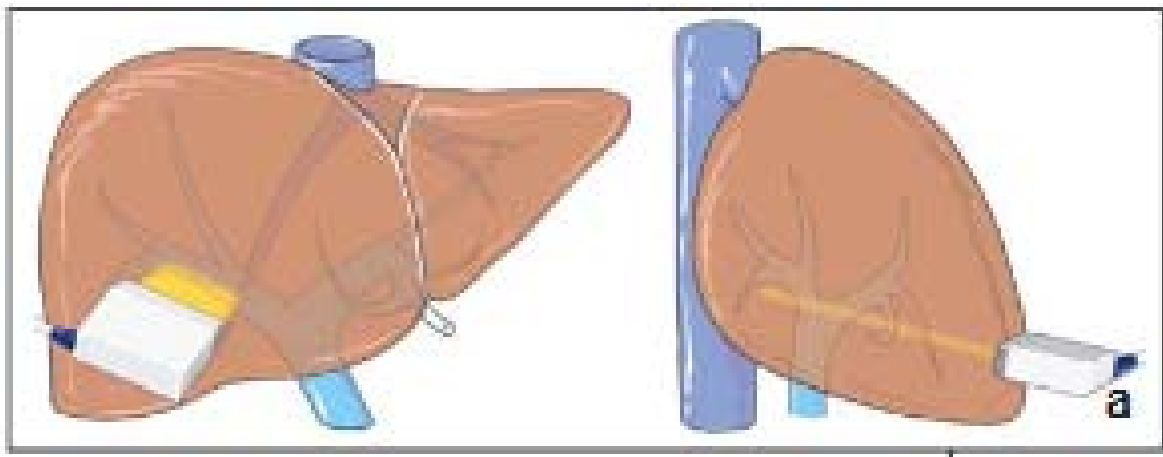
Méthode d'exploration du foie par échographie en peropératoire [2]
